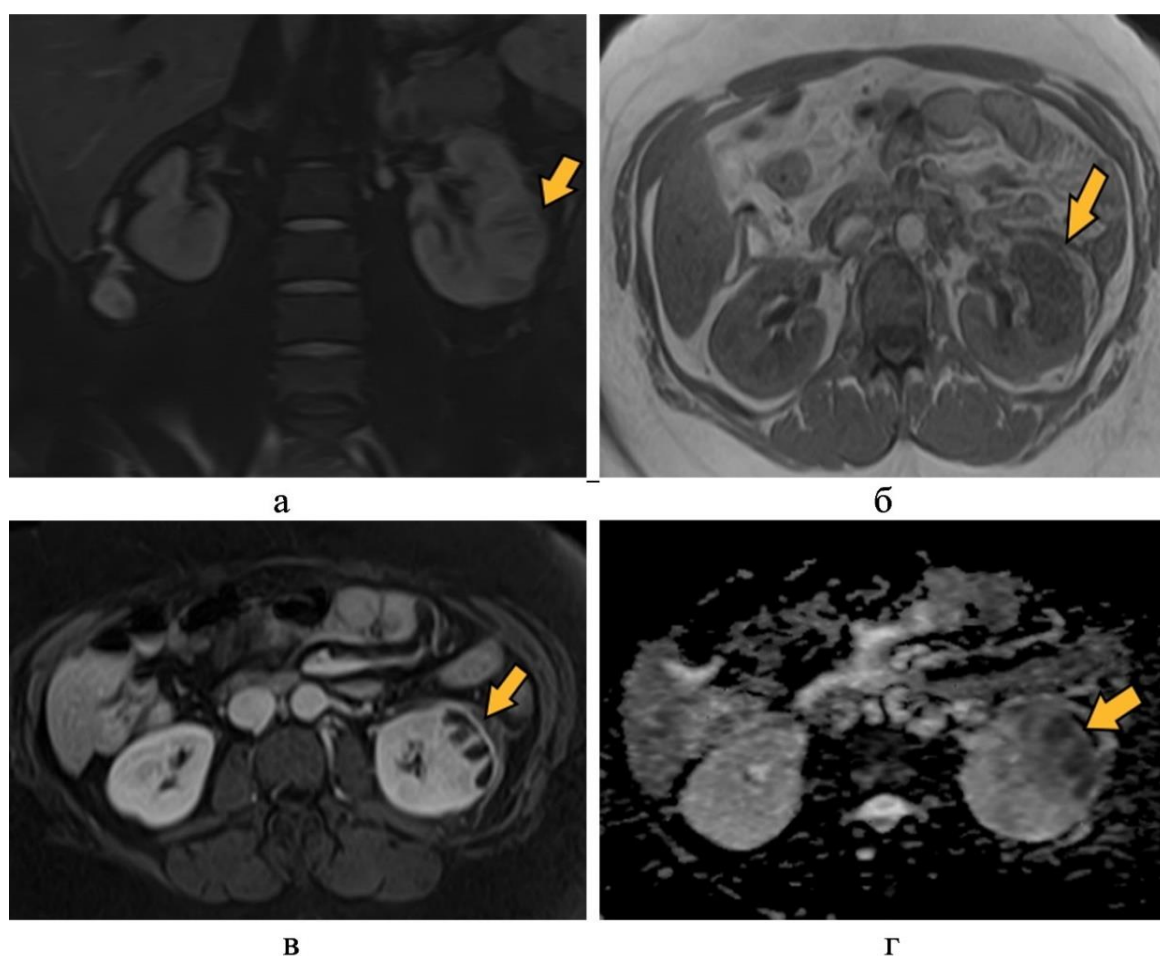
МР-томограммы почек и забрюшинного пространства пациента Г., 63 года на 4–е сутки после травмы: (проекции: коронарные – а, аксиальные – б – з): а – T2 (Fsat); б – T1-ВИ; в – T1 (Fsat) в передненижнем и заднем сегментах определяются гипоинтенсивные очаги (до 20 мм) с подкапсульным жидкостным скоплением, с нечетким наружным контуром; з – ДВИ, очаги ограничения диффузии соответствуют абсцессу (оранжевые стрелки)
